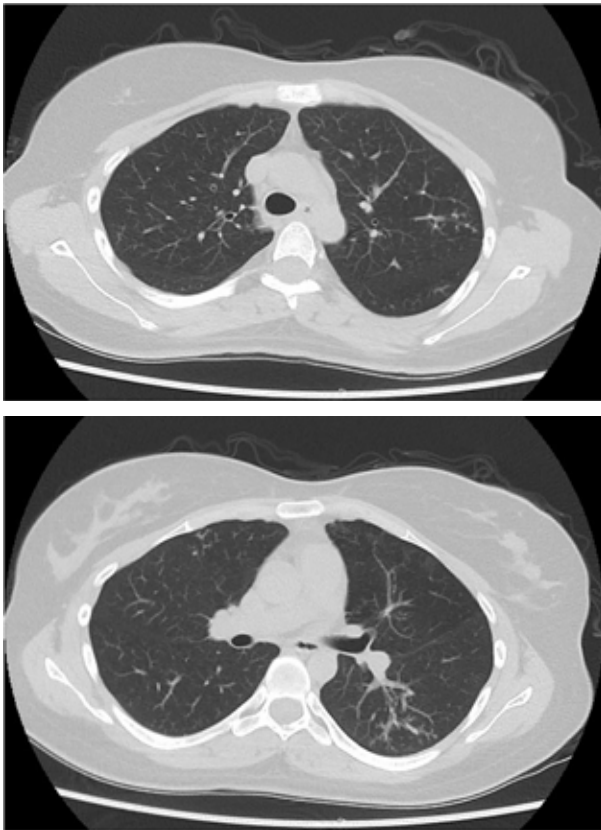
Chest CT on admission showed a tree-in-bud appearance, especially in the left upper lobe of the lung.
